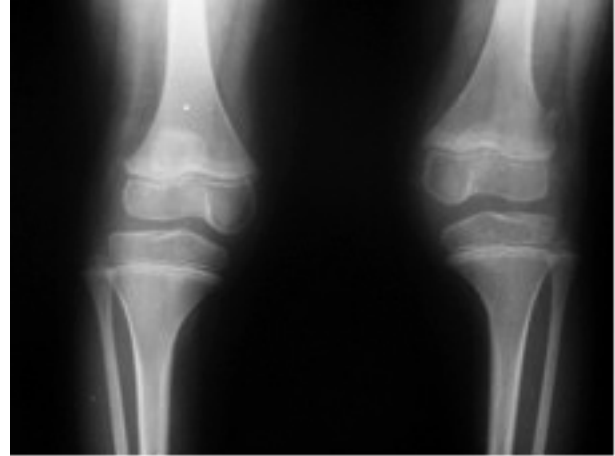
Her iki diz ön-arka grafisi.
